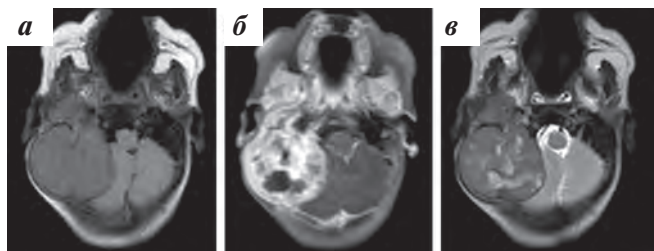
МРТ головного мозга на 21-й день жизни. Многоузловое образование в области пирамиды правой височной кости размерами $53 \times 42 \times 40$ мм: а — Т2 FLAIR; б — Т1-ВИ; в — Т2-ВИ
